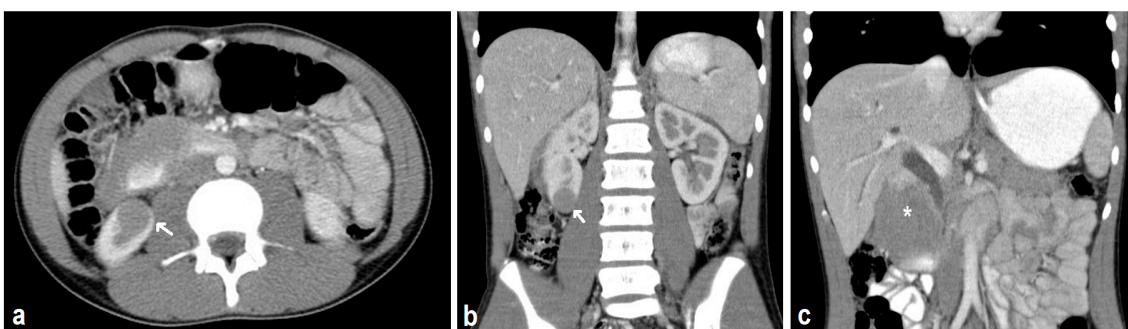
Paciente masculino de 12 años de edad. Tomografía contrastada de abdomen muestra tumor sólido, hipodenso respecto al parénquima renal y de aspecto homogéneo en polo inferior del riñón derecho (flechas blancas en a y b). Se asocia a masa de tejido blando de probable origen duodenal (asterisco en c) que engloba las estructuras del retroperitoneo adyacente generando dilatación de la vía biliar intra y extrahepática. También había compromiso de la glándula adrenal izquierda (no mostrado). Biopsia de adenopatía inguinal con resultado de Linfoma Burkitt.
